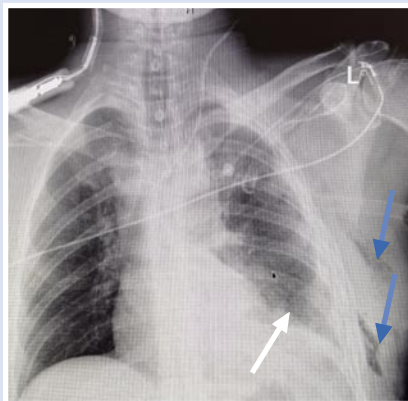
Рентгенография органов грудной клетки в момент госпитализации. Рентген-картина подозрительная на левосторонний малый пневмоторакс (указан белой стрелкой). Эмфизема мягких тканей грудной клетки слева (указана синими стрелками).
